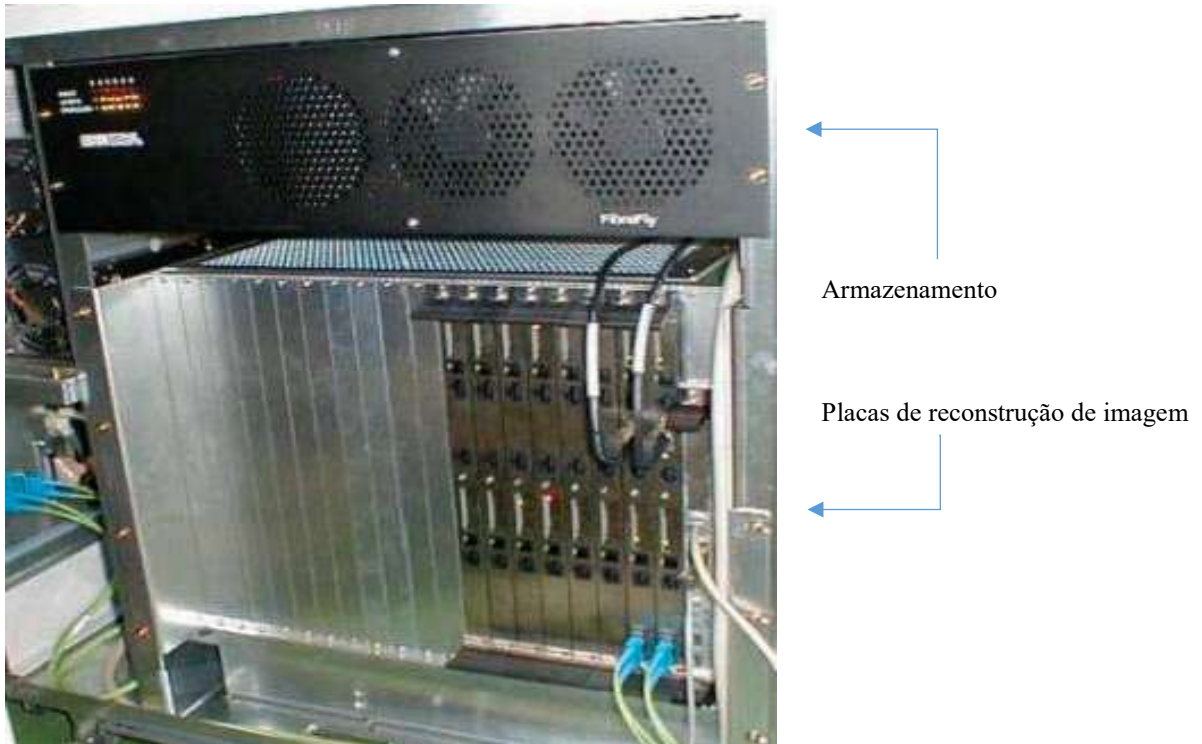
Interior de um console de um TC (seção de reconstrução de imagem).
